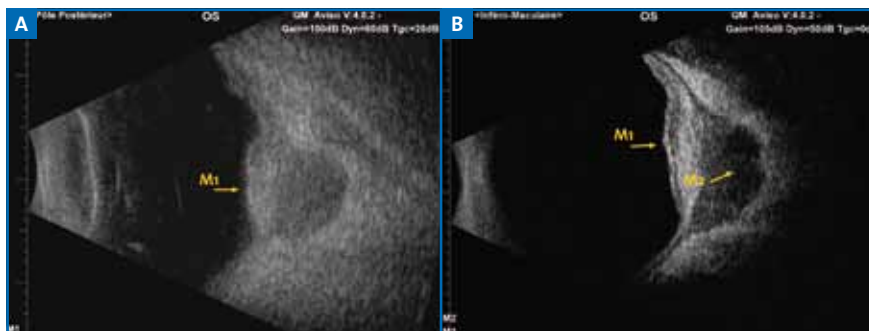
Coupe échographique en mode B à la sonde de 10 MHz d'une métastase avec extension extrasclérale. B : Même coupe échographique à la sonde de 20 MHz (noter le détail de la lésion et de l'extension extrasclérale).
